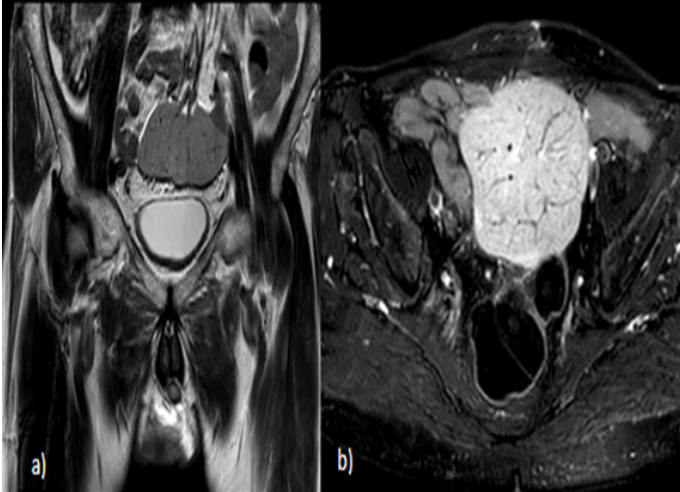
Images IRM pelviennes en séquence coronale pondérée T2 a) et axiale pondérée T1 avec injection de gadolinium b) montrant une masse pelvienne antérieure sus vésicale de signal intermédiaire homogène, lobulée, rehaussée précocement après injection
